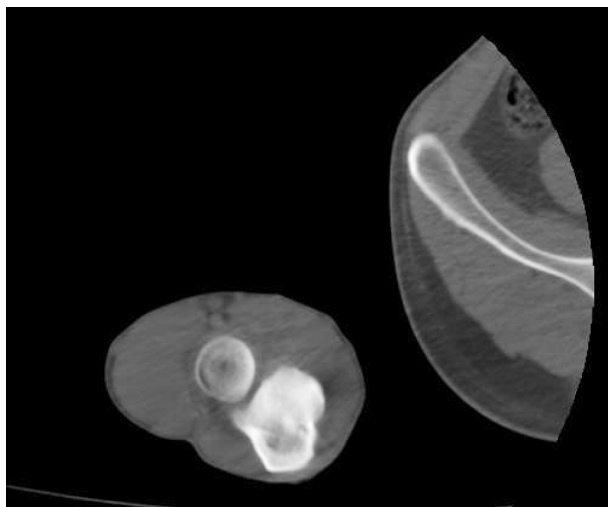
Imagen de TAC de codo en corte axial donde se aprecia la luxación de la cabeza de radio.
